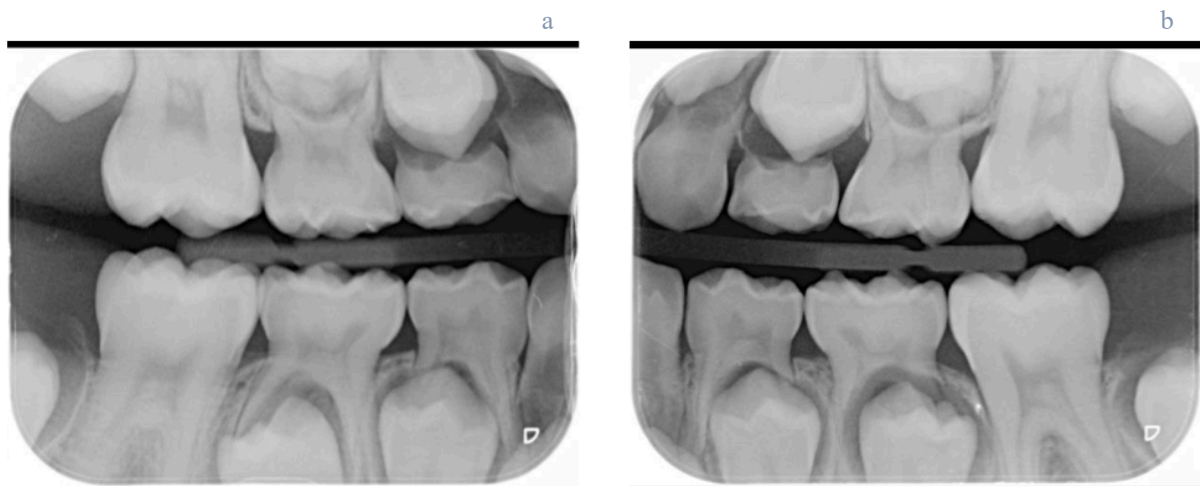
Radiografías de aleta de mordida: a) cuadrantes 1,4; b) cuadrantes 2,3
